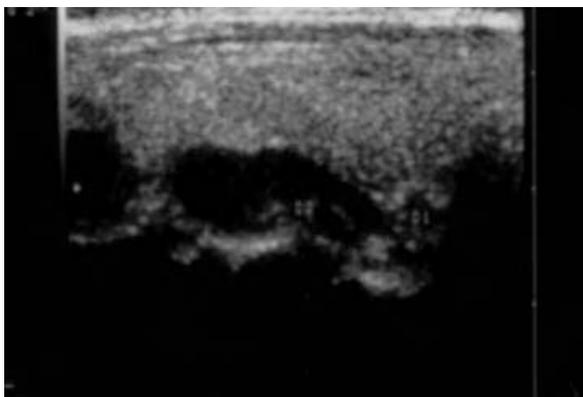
Ecografia da zona cervical que evidenciou um nódulo de 2 cm
